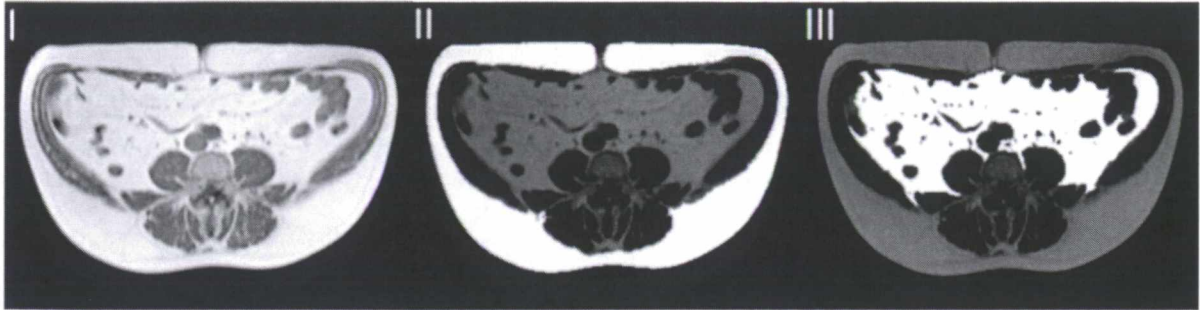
IRM des deux compartiments adipeux abdominaux sur une coupe axiale de l'abdomen. I. Image originale; II. SAT (blanc); III. VAT (blanc). Adapté de Machann et coll. Journal of Magnetic Resonance imaging (2005)
